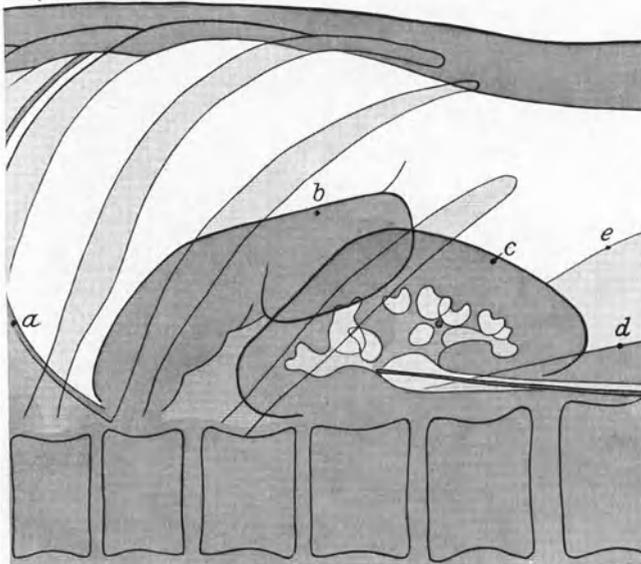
Pneumoperitoneum + Pneumopyelon. Linke Niere in Seitenlage. Nierenbecken normal. Kelche mit Papillen gut sichtbar. *a* linkes Zwerchfell. *b* Milz. *c* linke Niere. Am 3. untersten Kelch ein winziger Stein, welcher weder durch die gewöhnliche Röntgenaufnahme noch durch Pneuperitoneum allein sichtbar wurde. Gewicht: 0,06 g. *d* Psoas. *e* Quadratus lumborum. (Nach Götze.)
